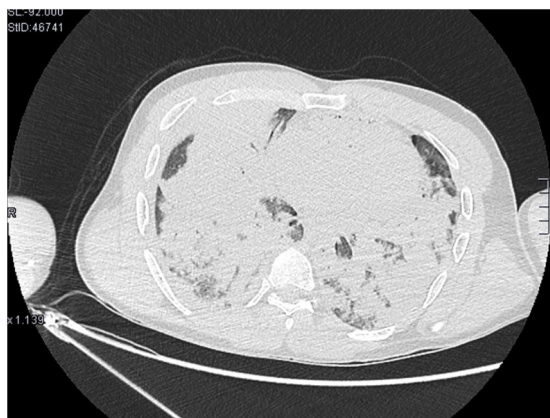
TAC torácico donde se observan consolidaciones pulmonares bilaterales.
